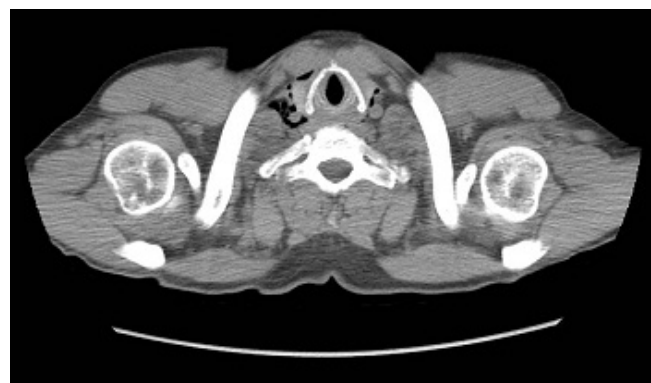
Imagen de TC. Aire subcutáneo a nivel cervical.
